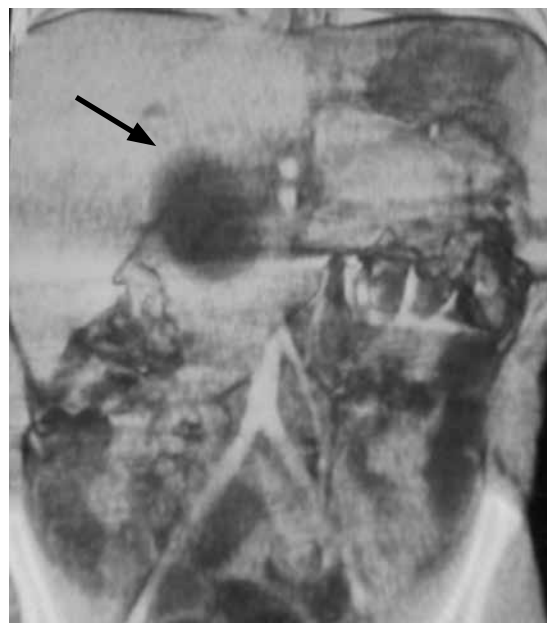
Tomografía computarizada contrastada de abdomen. Flecha: quiste.
